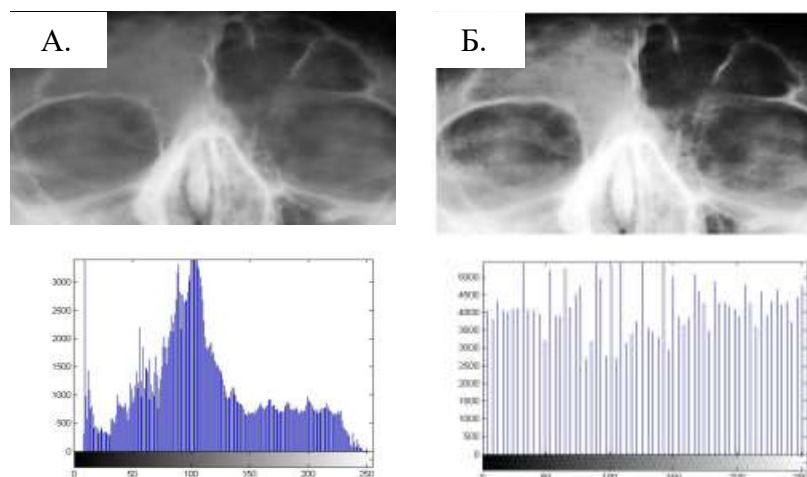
Рентгенограмма пациента с односторонним воспалением лобных пазух:
